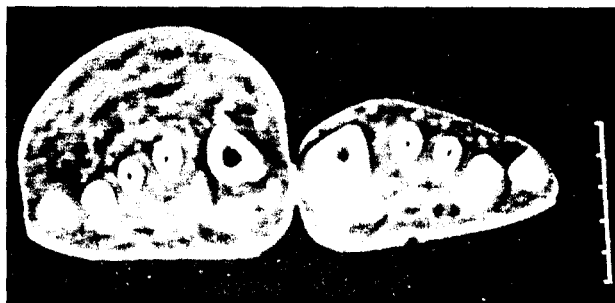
CT bilateral 1/3 medie picior transmetatarsian. Edem primar membru inferior drept, aspect de fibroscleroză masivă dorso-pedioasă (colecție Prof. Dr. Maria M. Mogoșeanu).
